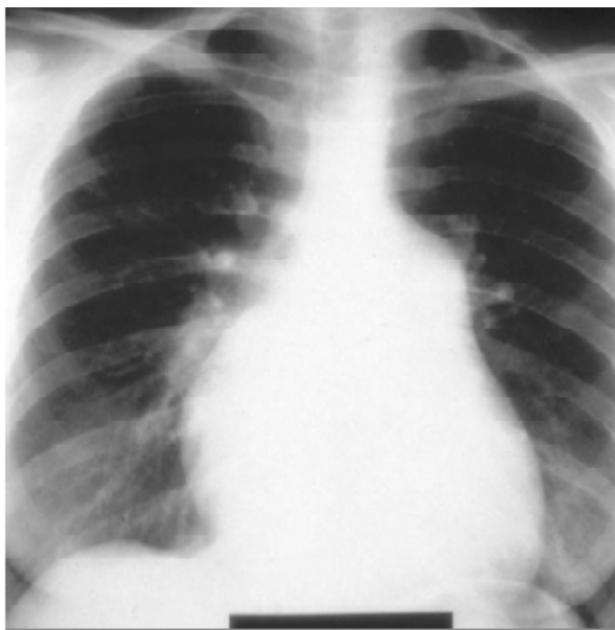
Radiographie de thorax : hypertrophie du tronc et des branches proximales de l'artère pulmonaire associée à une cardiomégalie. [72]
